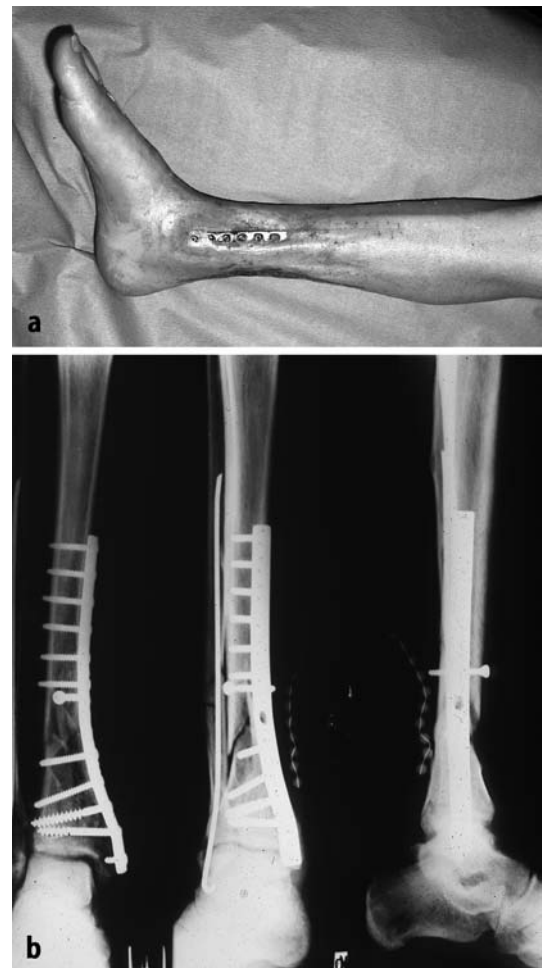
b ► Klinische und röntgenologische Ausgangssituation bei 45-jährigem Mann, mit Diabetes mellitus. Unterschenkeldefekt distal, kombiniert mit Weichteildefekt, freiliegende Platte, OSG in die Infektion nicht mit einbezogen
